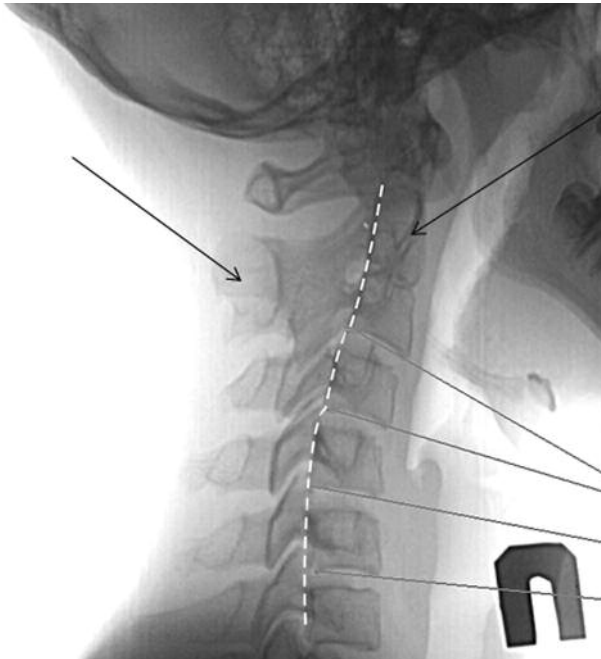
13 М. Жалобы на головную боль и боль в области шеи. На боковой рентгенограмме — выраженный кифоз, конкреценция тел и дуг C_2-C_3 , что может приводить к перегрузке выше- и нижележащих межпозвонковых дисков, компрессии позвоночной артерии.
